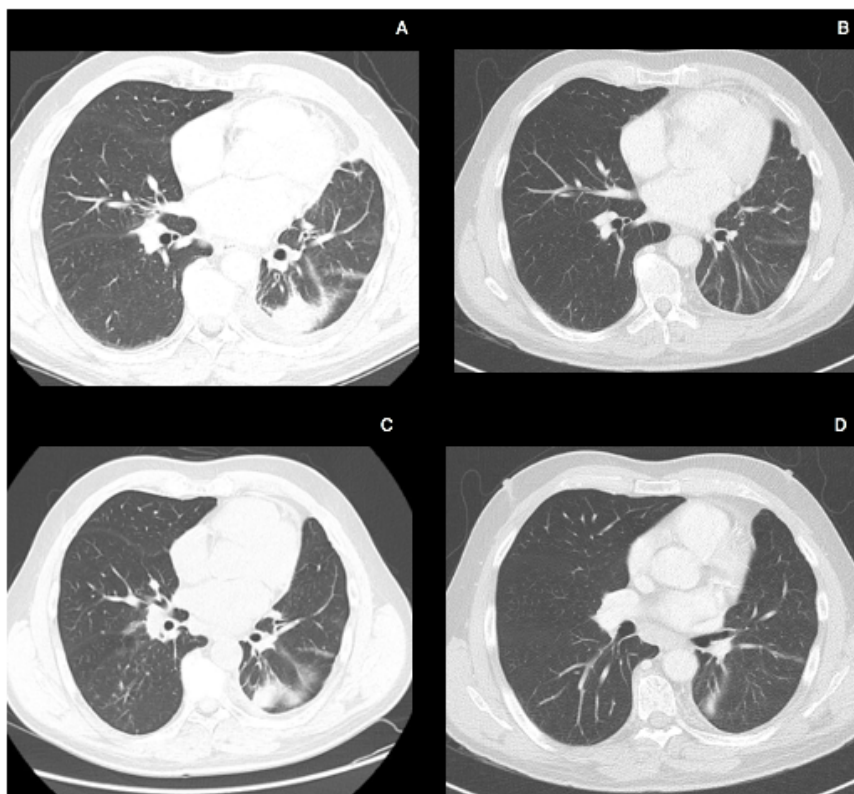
TC torácica – A e C: Pré-alectinib; B e D: Após 22 ciclos de alectinib.
